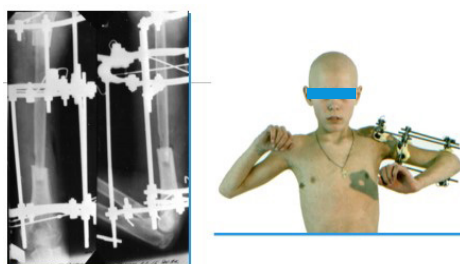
Рентгенограмма пациента Ш., после операции и его фото в процессе лечения
